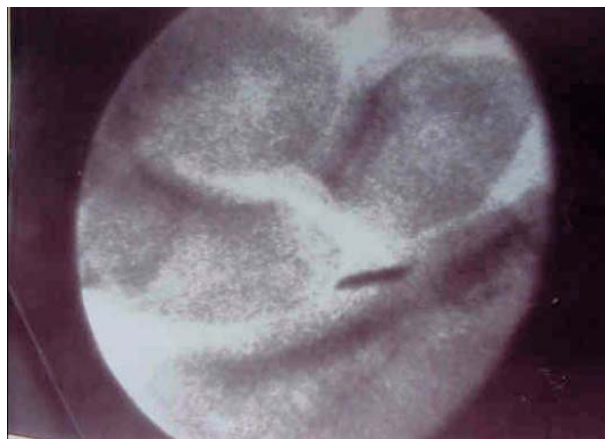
La radiografia intra-operatoria mostra la rottura intra-articolare della lama di una forbice artroscopica
